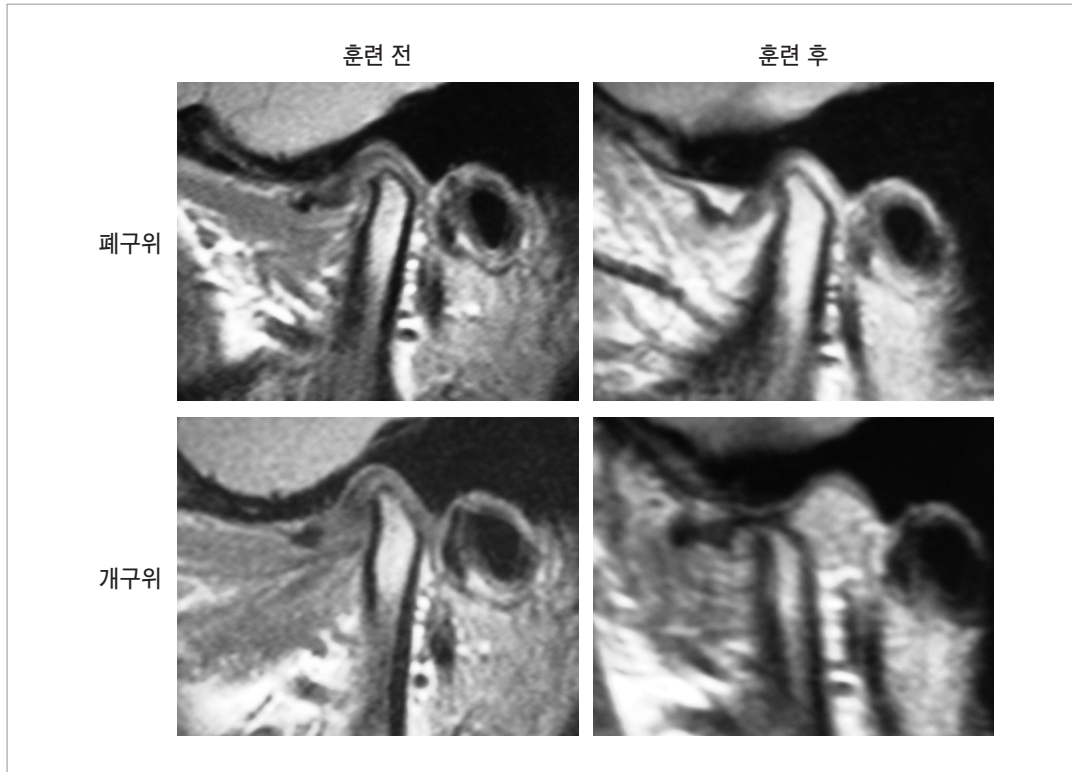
비정복성 관절원판 전방전위 증례(15세 여성)에서의 관절가동화훈련 전후의 관절원판의 위치(좌측 약관절 MRI상).
